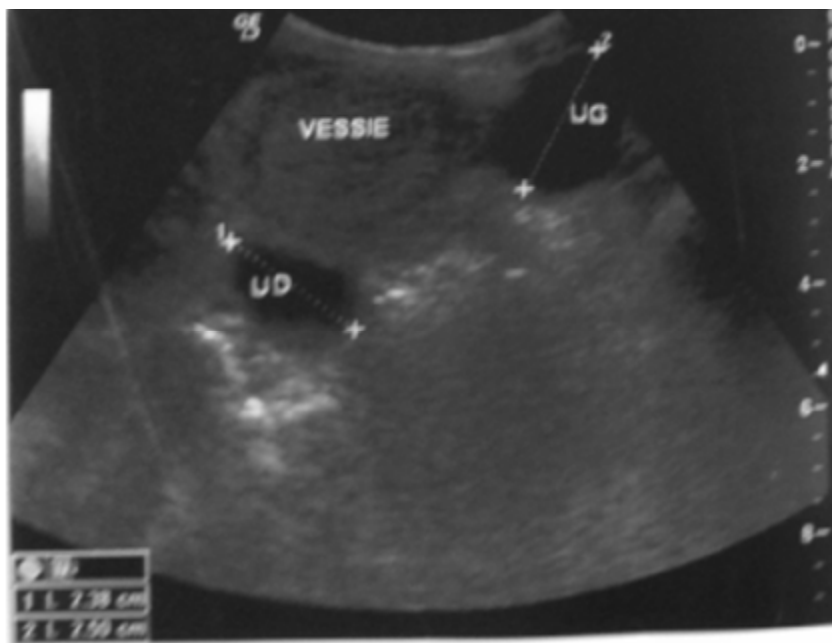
image échographique, d'un patient âgé de 6 ans, porteur d'un MGU bilatéral, montrant une dilatation de l'uretère pelvien juxta-vésical en bilatéral, mesurant 2.3cm à droite (UD) et 2.9cm à gauche (UG).
